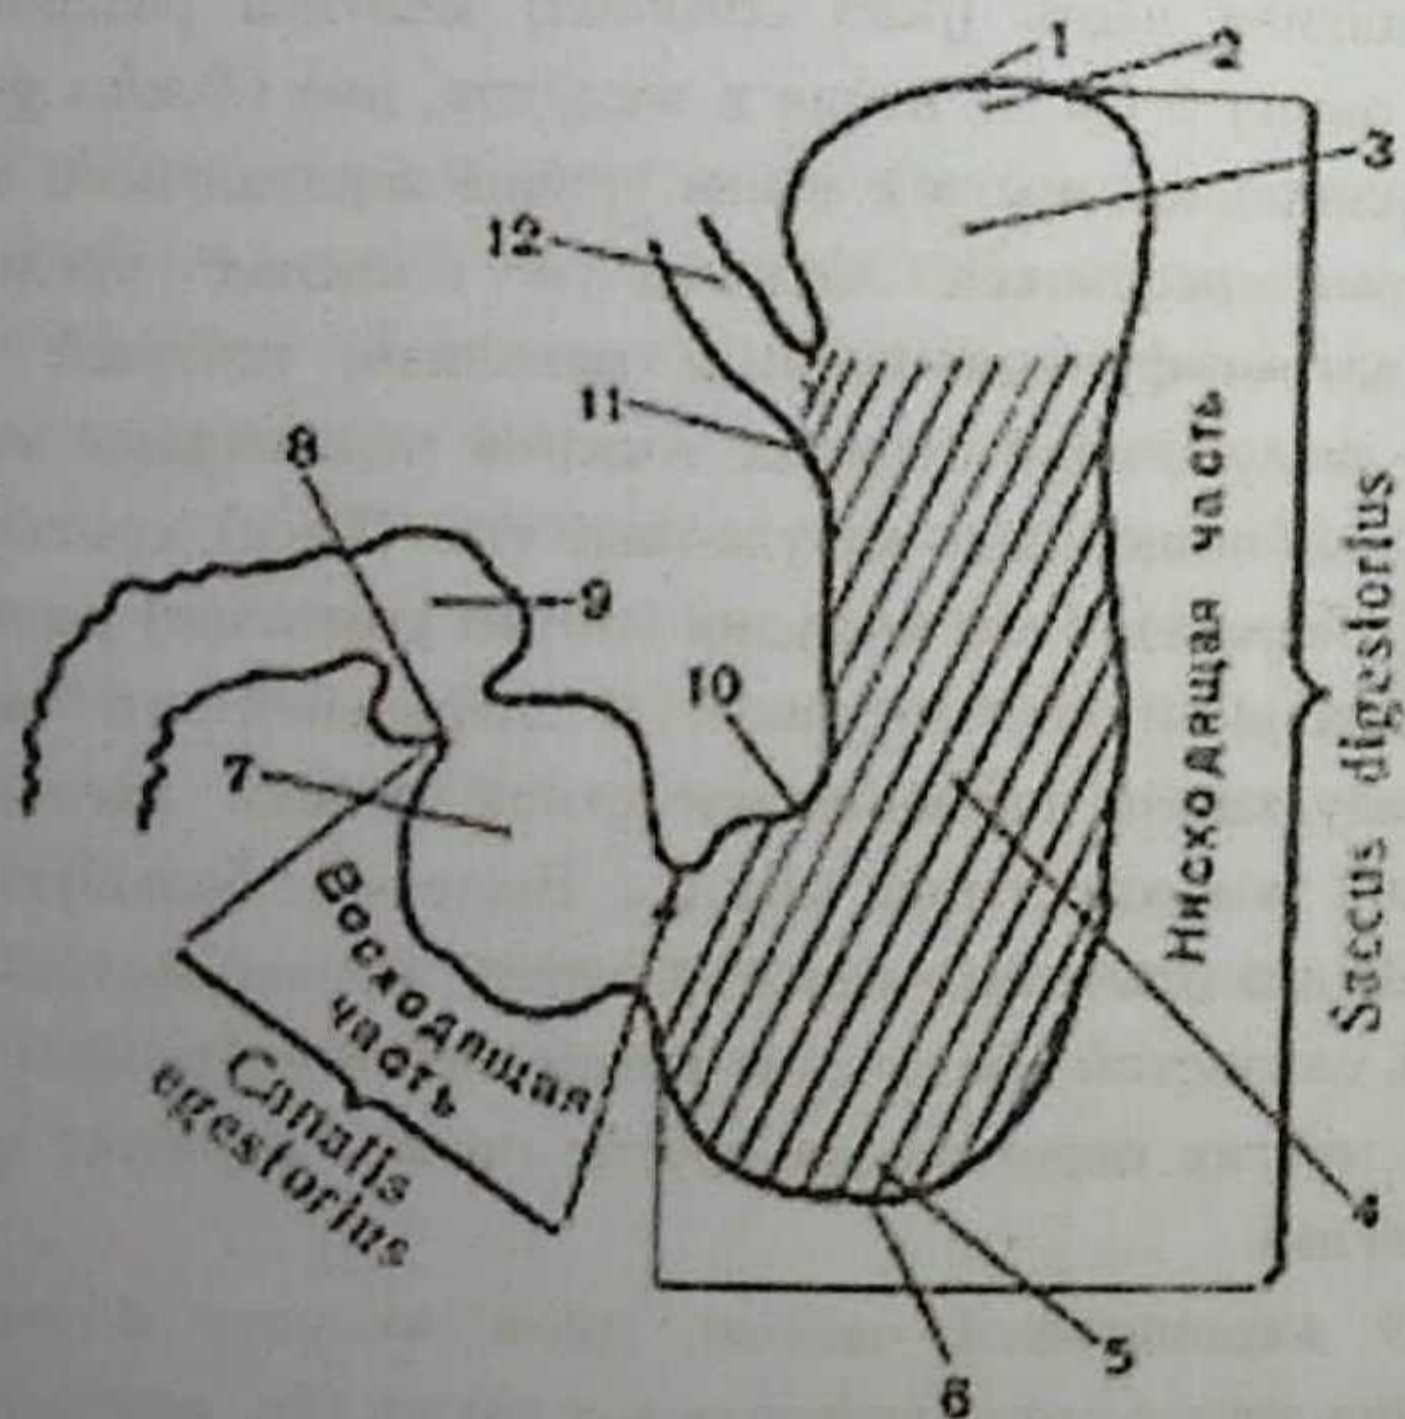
Рентгеноанатомическая номенклатура отделов желудка.
